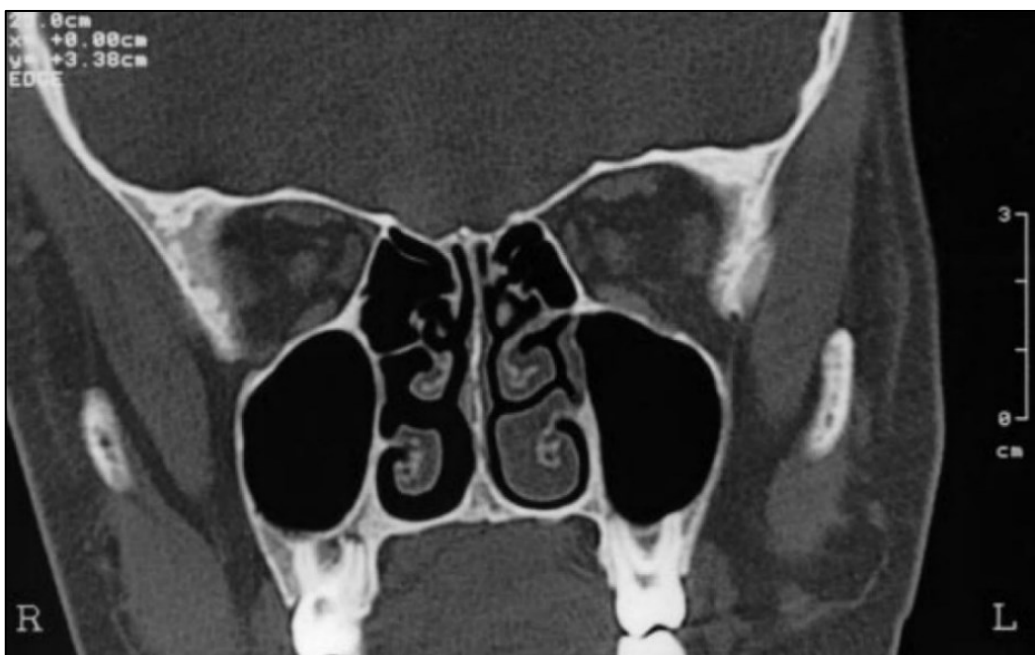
CT-Darstellung des Nasenzyklus bei einem 34-jährigen Patienten. Links: angeschwollene Nasenseite, rechts: abgeschwollene Nasenseite (23)
